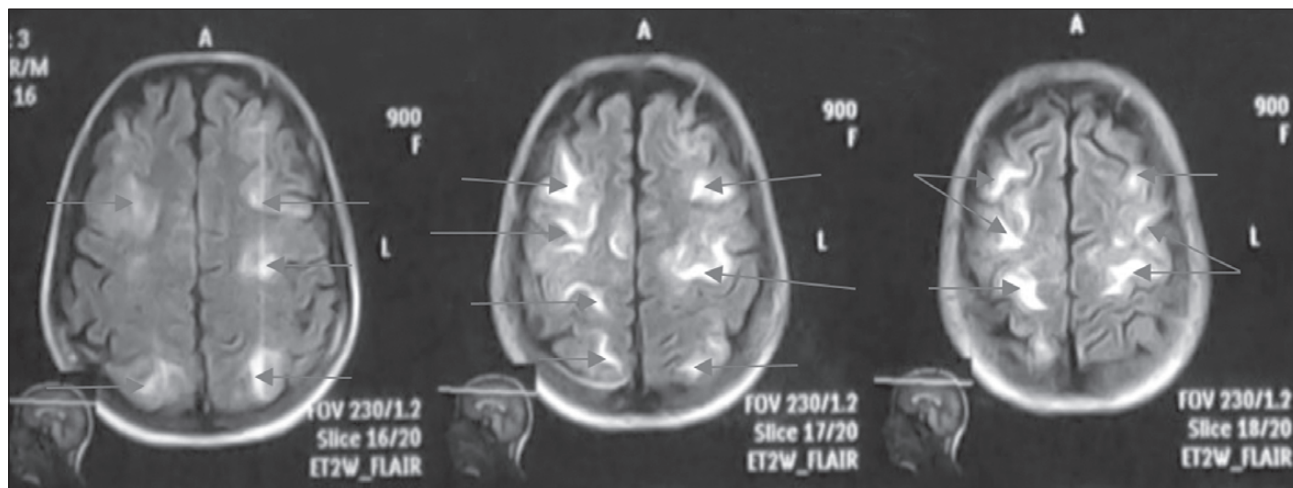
МРТ с в/в контрастированием (поступление в ОАИТ КОЦОЗМиР). Двусторонний вазогенный отек белого вещества головного мозга (указан стрелками), включая мозжечок, затылочные, теменные и височные доли
